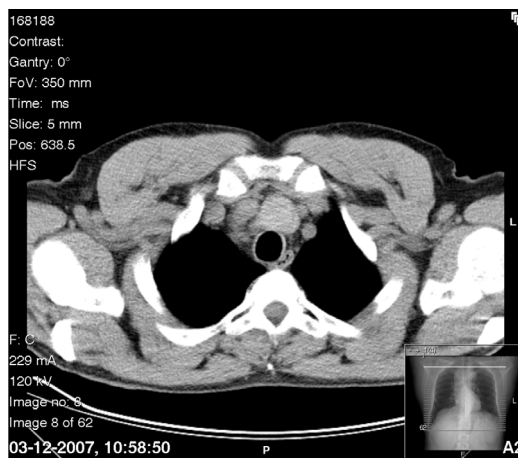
TAC torácica: formação nodular com 35 mm de maior eixo no grupo pré-traqueal
